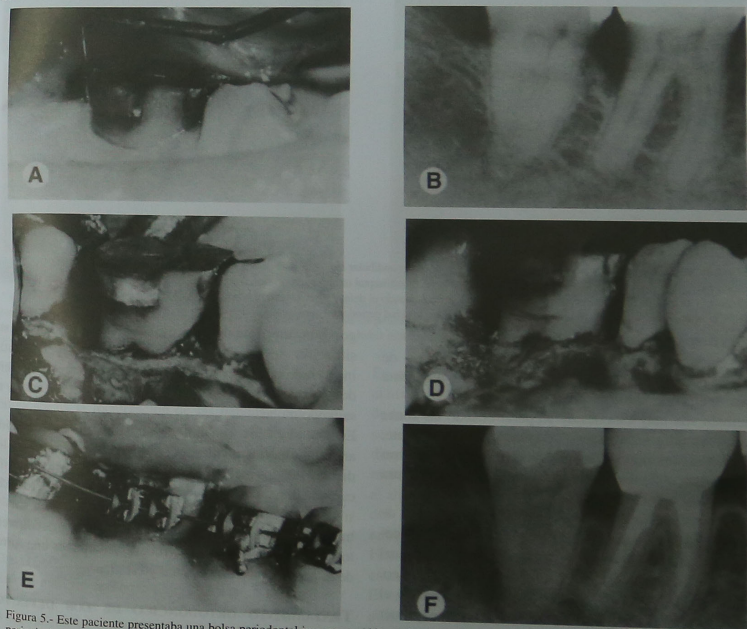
Este paciente presentaba una bolsa periodontal importante (A) por distal del primer molar mandibular derecho. La radiografía periapical (B) confirmaba el defecto óseo. Se elevó un colgajo (C) revelando un defecto óseo de tres paredes profundo. Se colocó hueso hiofuzado (D) en el defecto. Seis meses después del injerto óseo se inició el tratamiento ortodóncico (E). La radiografía periapical final muestra que el injerto óseo preortodóncico ayudó a regenerar el hueso y a eliminar el defecto distal al molar (F).
